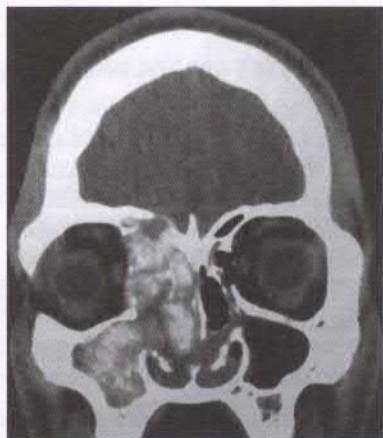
Tomografie computerizată (CT) a sinuzitei fungice alergice care implică sinusurile maxilare și etmoidale pe dreapta și demonstrează heterogenitatea caracteristică
